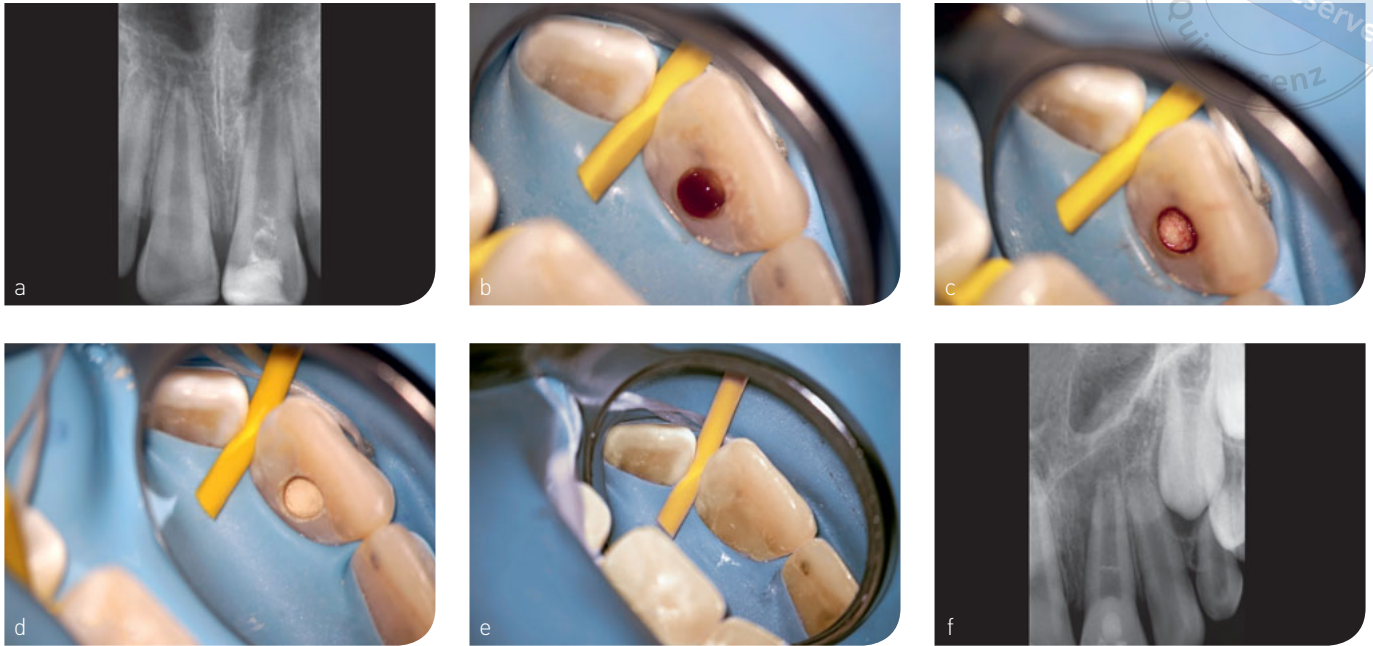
bis f Patient mit periapikaler Aufhellung, fast abgeschlossenem Wurzelwachstum und offenem Apex, Zustand nach Zahntrauma mit komplizierter Kronenfraktur und Pulpanekrose: Ausgangssituation (a), klinisches Bild nach Erzeugen der Einblutung (b), Blutkoagel mit Kollagenkegel stabilisiert (c), Abdeckung mit Biodentine (d), adhäsiver Verschluss (e) sowie Röntgenkontrolle nach drei Monaten mit Rückgang der periapikalen Läsion und Zeichen für Anlagerung von Hartschubstanz apikal. (Fotos: Prof. Dr. Kerstin Galler, Dr. Carmen Schönberger)
